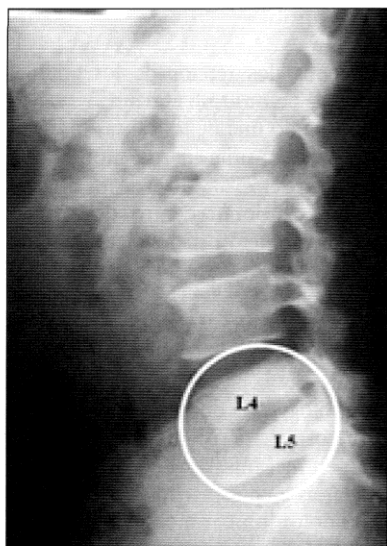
Radiografía lateral de columna lumbar: lesión ósea destructiva L4 - L5.
